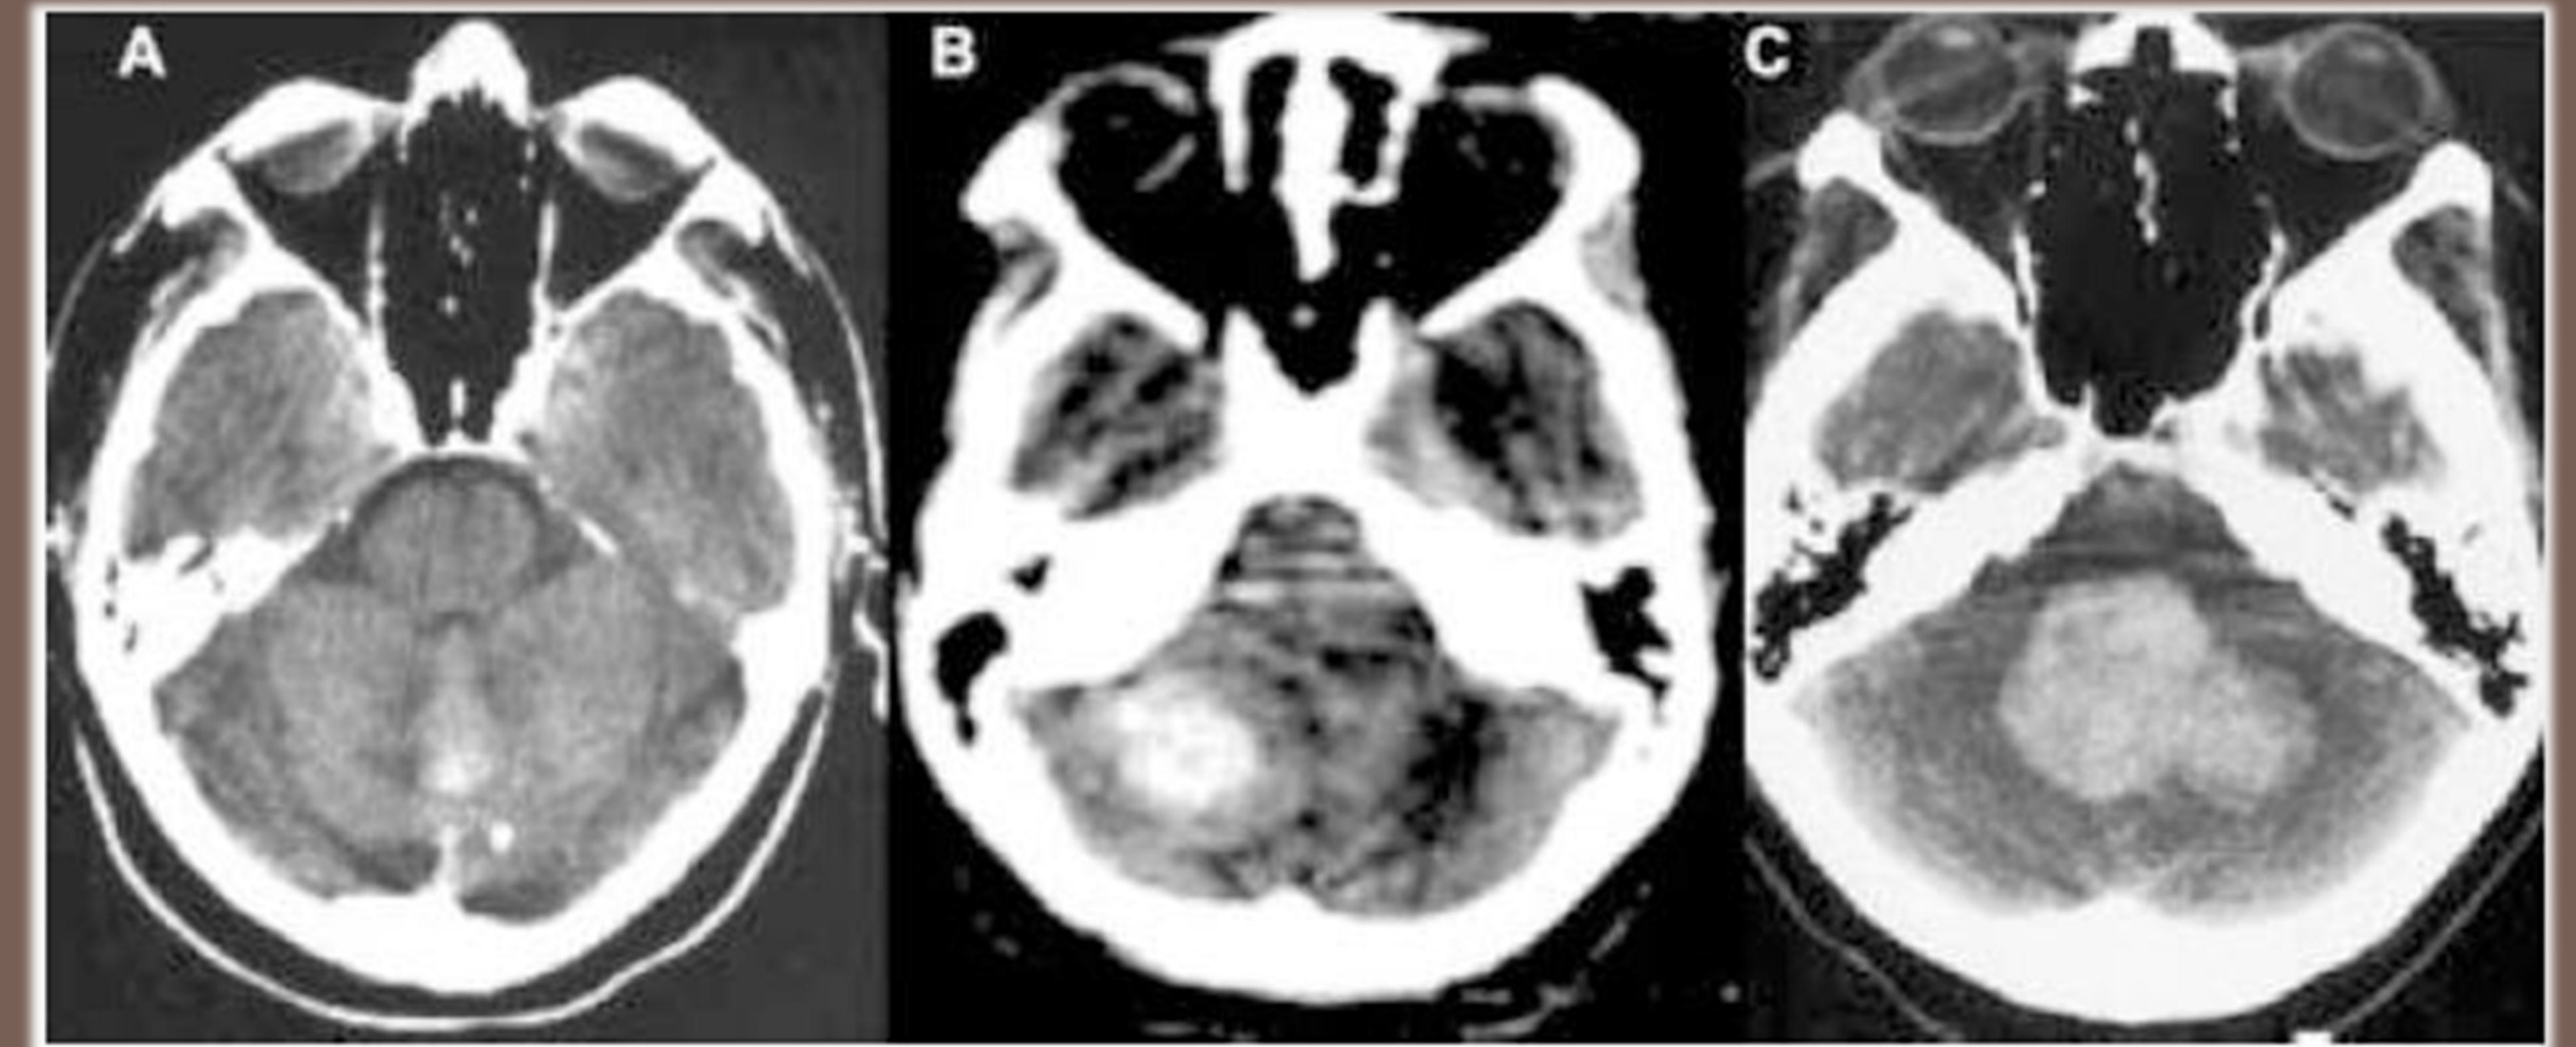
Imágenes de tomografía de la fosa posterior. A. Hematoma grado I: tamaño y configuración normal del IV ventrículo, hematoma localizado en la línea media; B. Grado II: IV ventrículo parcialmente comprimido y desplazamiento de la línea media; C. Grado III: obliteración completa del IV ventrículo con desplazamiento anterior y compresión del tallo cerebral y disminución del espacio preponitino.
